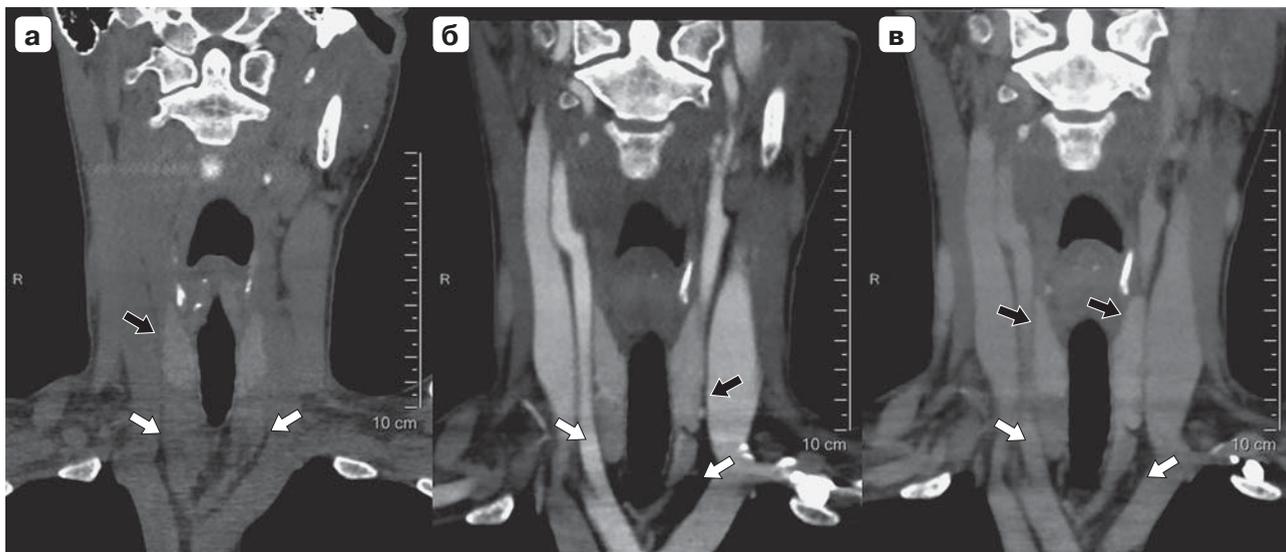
Компьютерные томограммы. Щитовидная железа и околощитовидные железы, фронтальная реконструкция: а – нативная фаза; б – артериальная фаза; в – венозная фаза. Ткань щитовидной железы указана черными стрелками, околощитовидные железы – белыми стрелками.
